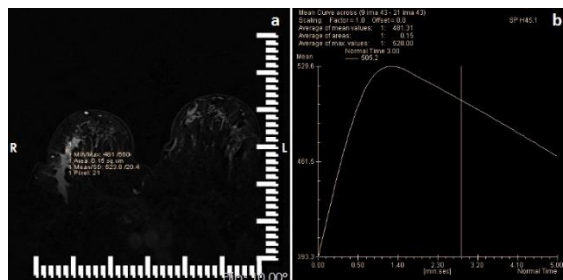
49-year-old woman with breast tenderness. DCE-MRI (a), TIC of the lesion (b). DCE-MRI shows non-mass-like enhancement in the outer-lower quadrant (a). Type 3 enhancement curve is seen on TIC (b).
